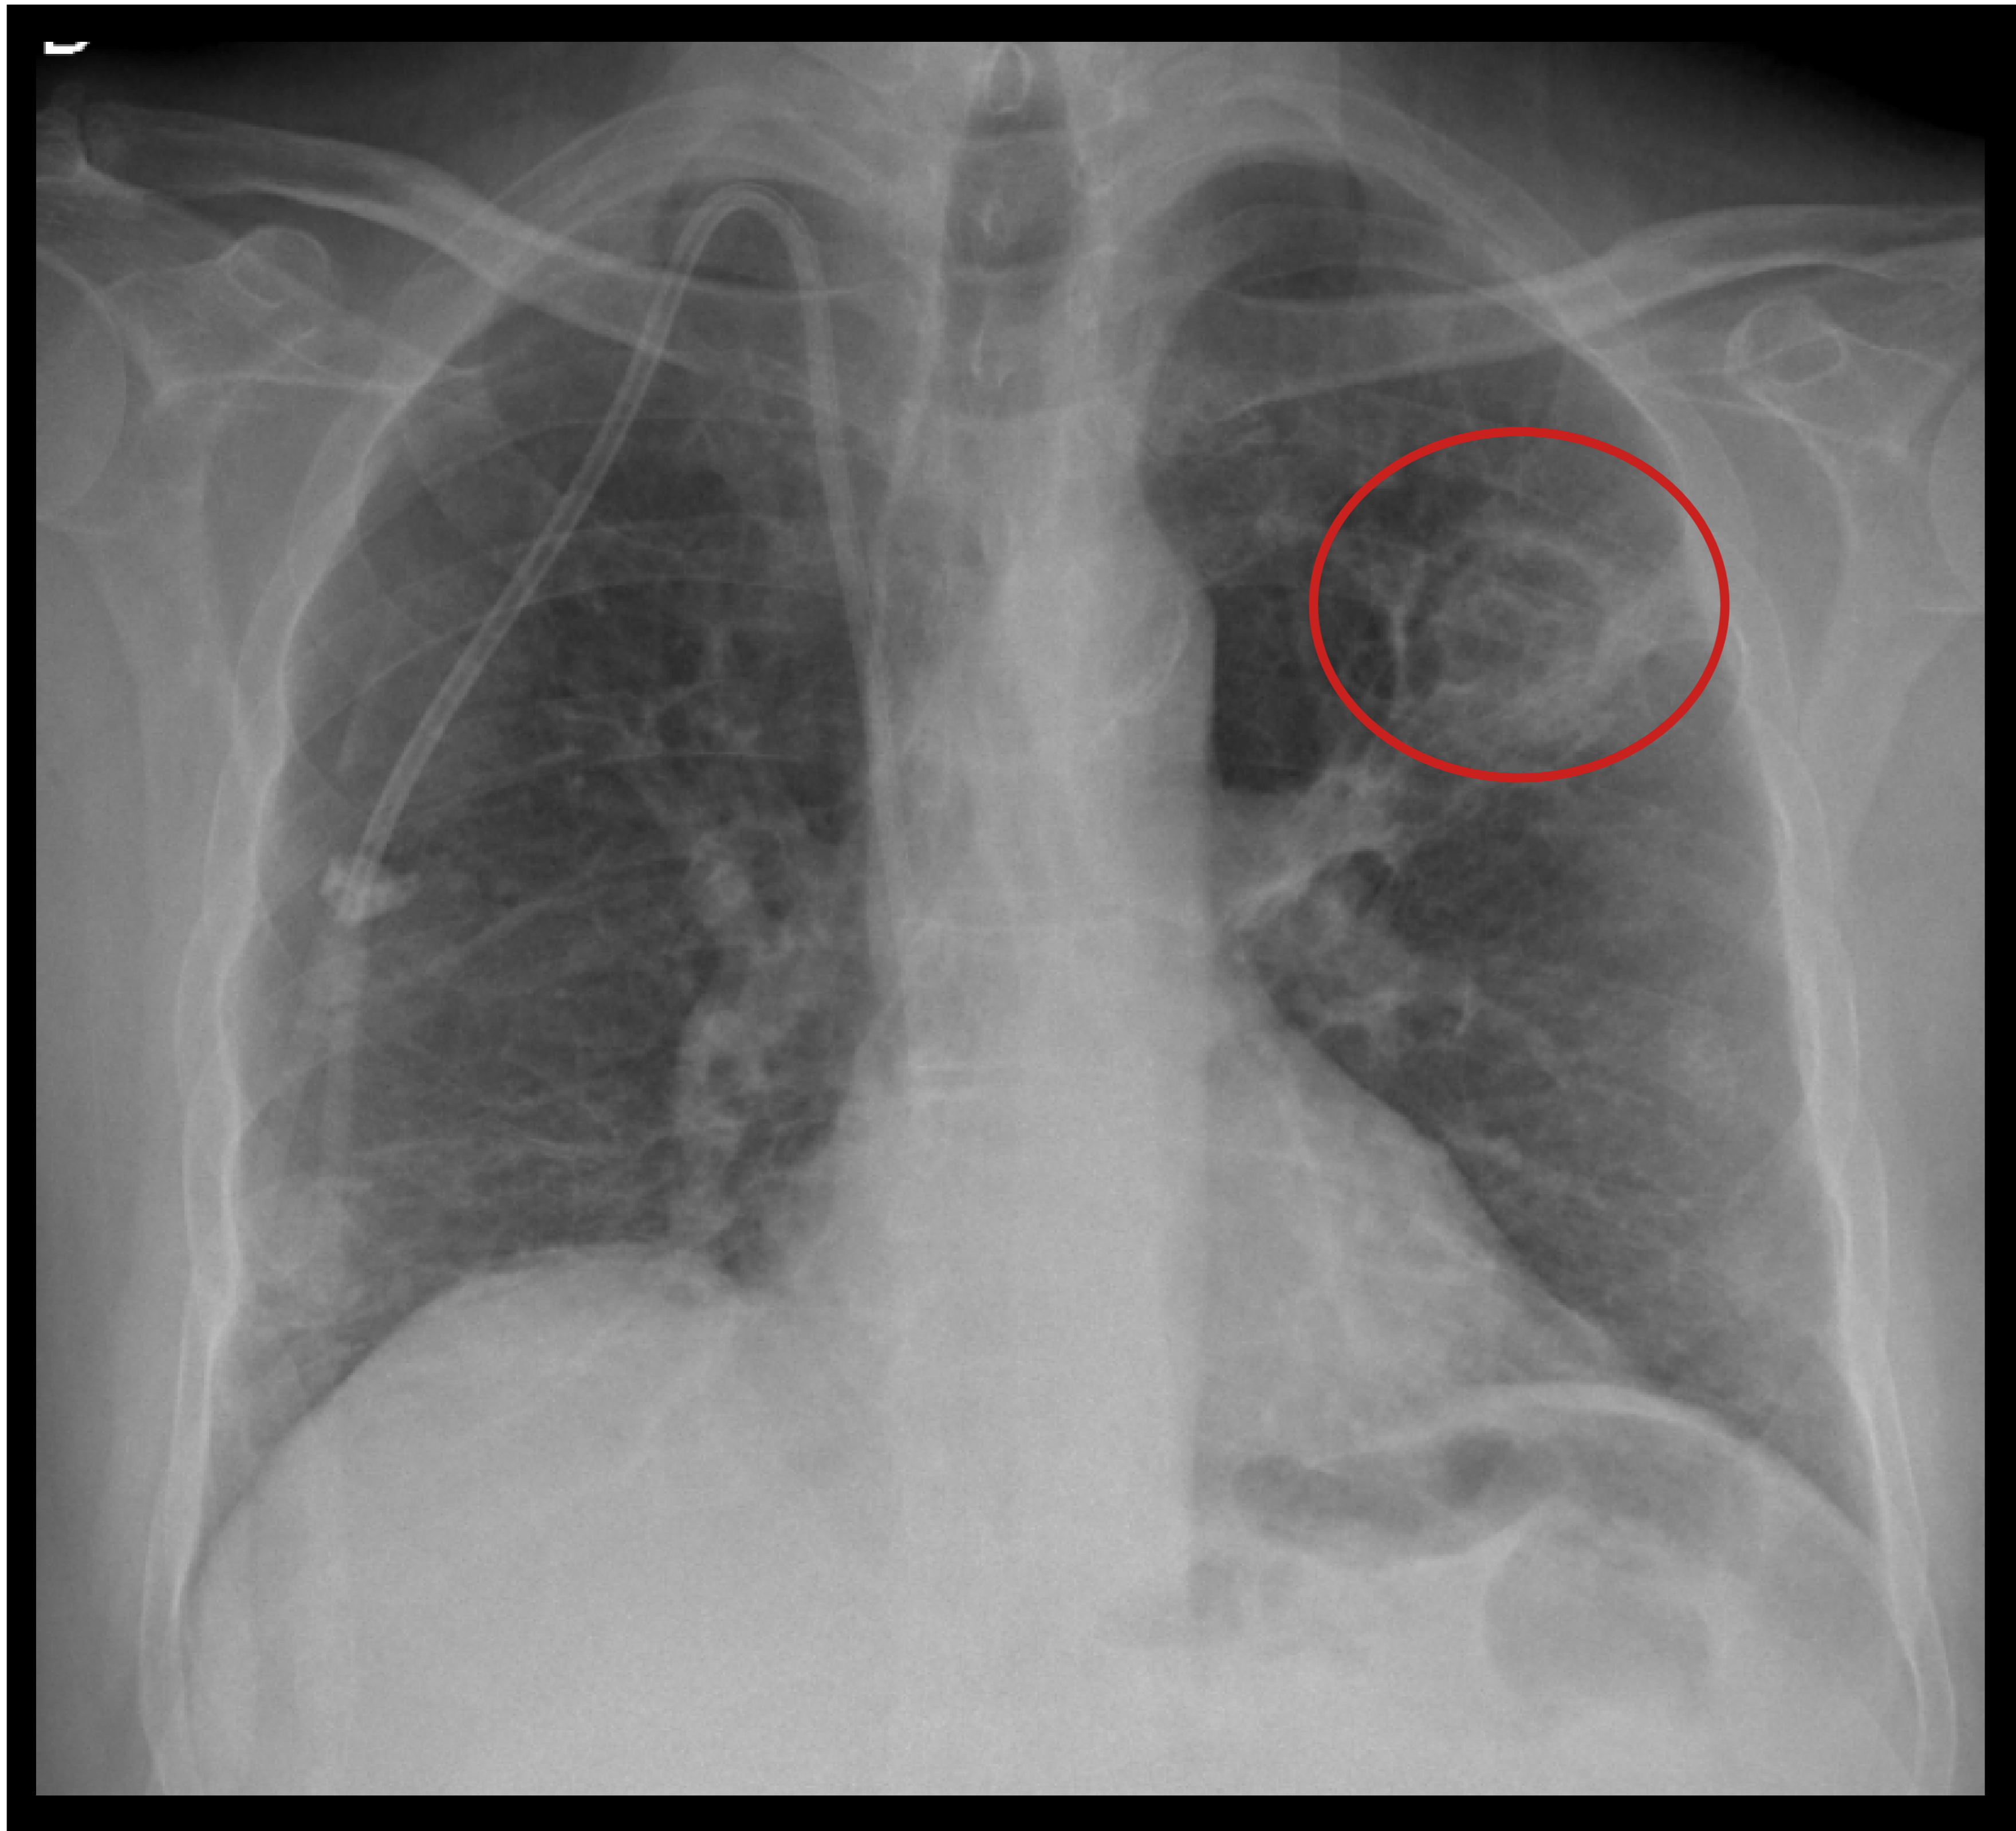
Radiografía de tórax de paciente con autoTPH por mieloma múltiple y amiloidosis. Se observa lesión parcialmente cavitada en lóbulo superior izquierdo, con margen densa y centro con opacidades reticulares (círculo rojo).
